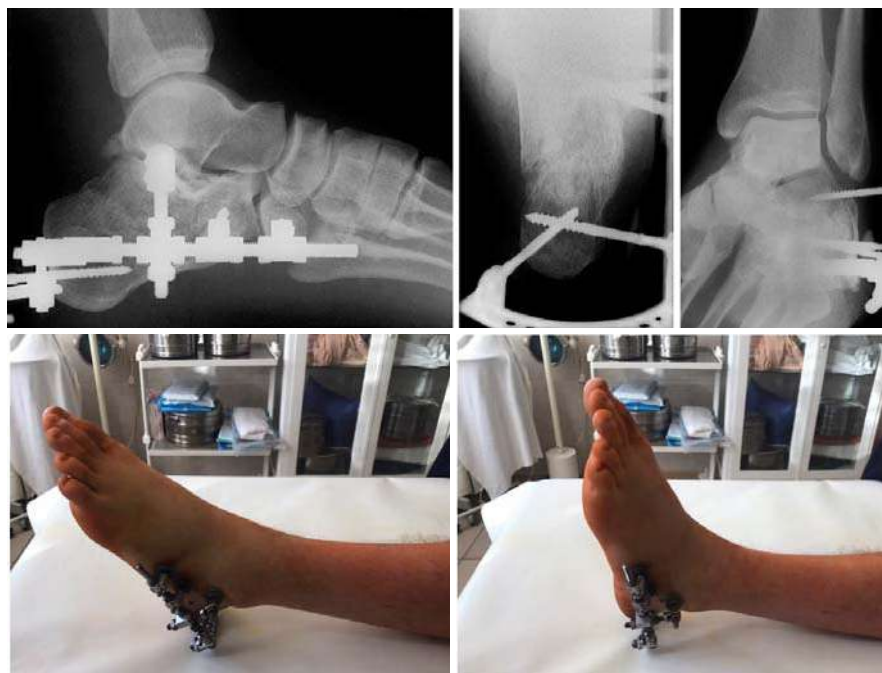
Фотовідбитки контрольних рентгенограм, зовнішній вигляд стопи і функціональний результат після операції
